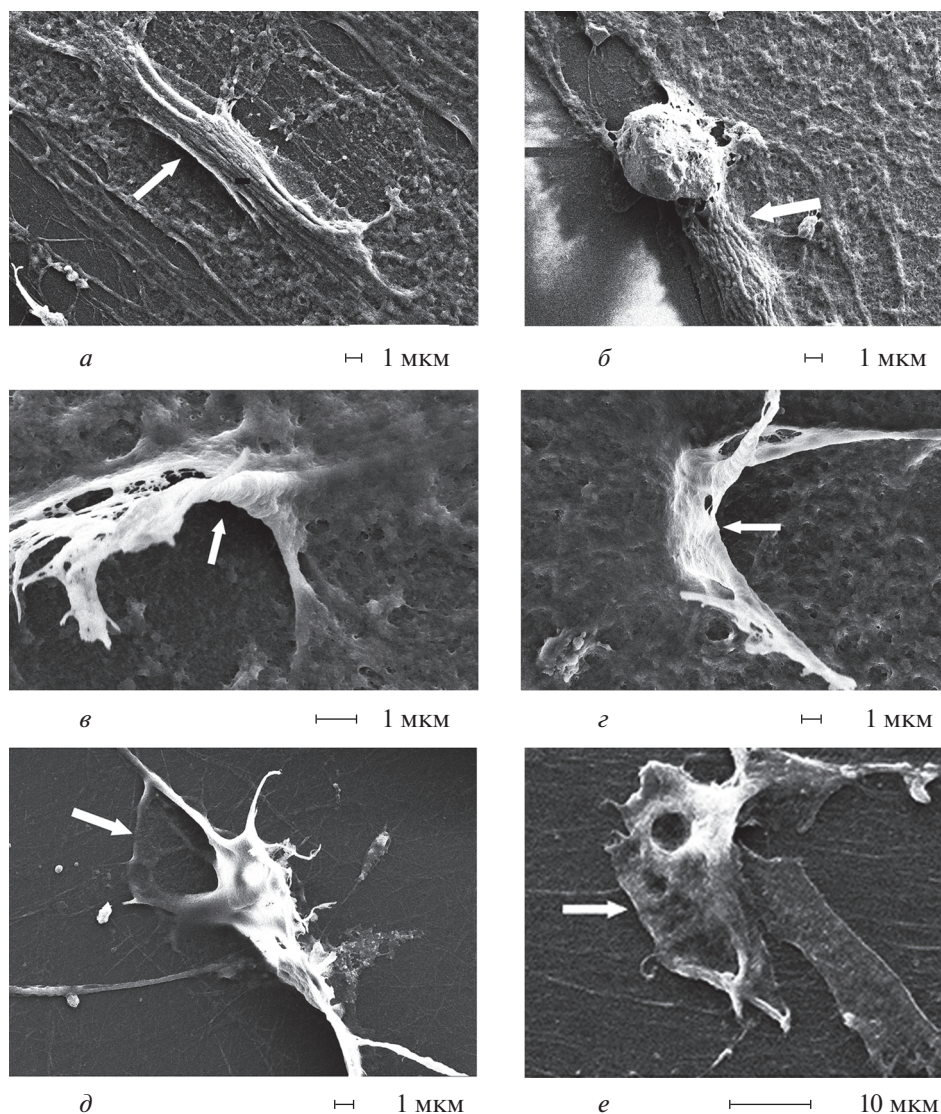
Микрофотографии ранних стадий остеогенеза при культивировании МСК-КМ в дифференцировочной среде (сканирующая электронная микроскопия). *а* – Уплотнение внутриклеточного матрикса, 14 сут (*стрелка*); *б* – очаг минерализации внутриклеточного матрикса в области контакта с гранулой ситалла, 14 сут (*стрелка*); *в* – экструзия компактизированной пластинки с гаверсоподобными отверстиями из клетки, 14 сут (*стрелка*); *г* – подковообразная зрелая костная пластинка на поверхности клетки, 14 сут (*стрелка*); *д* – отросчатая костная пластинка на поверхности разрушенной клетки, 14 сут; *е* – оторвавшаяся свободно флотирующая костная пластинка, 14 сут (*стрелка*).
